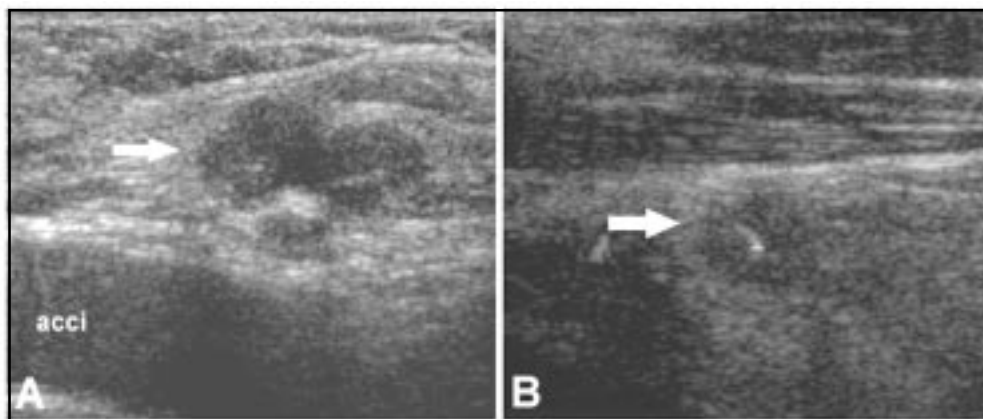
A: Ecografía cervical de caso 1. Corte parasagital izquierdo que muestra un nódulo sólido, hipocogénico, lobulado en el lecho tiroideo (flecha), el que se encuentra anterior y medial a la arteria carótida común izquierda (acci). B: Ecografía cervical de caso 2. Corte parasagital derecho que muestra un nódulo sólido, hipocogénico, con un vaso central (flecha) en el lecho tiroideo, con caracteres de una adenopatía.
